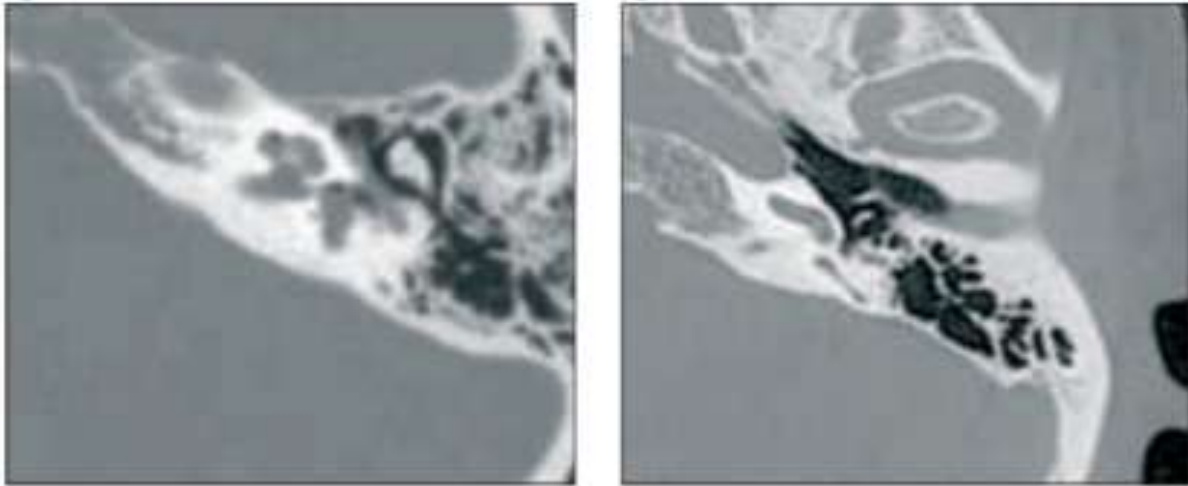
Fistule périlymphatique. A gauche : Pneumolabyrinthe post-traumatique. Examen TDM en fenêtre osseuse et coupe axiale de l'oreille gauche.
